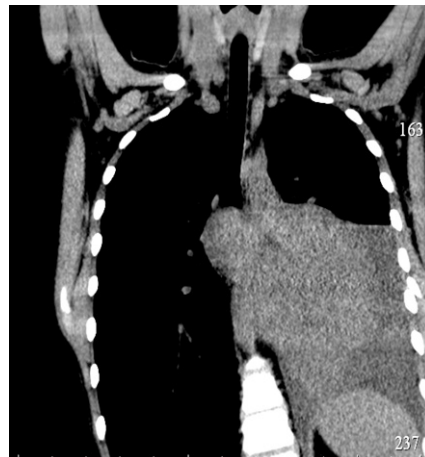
КТ ОГК, аксиальный срез на момент диагностики
